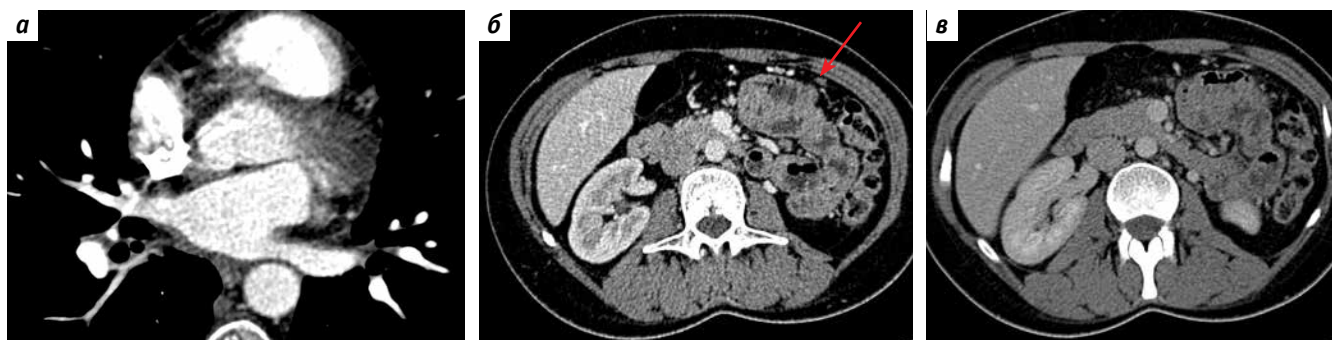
Компьютерная томография от 04.03.2022 (после 6 курсов, через 4,5 мес от начала терапии 1-й линии): а – аксиальный срез. Артериальная фаза. В полости левого предсердия опухолевые массы перестали определяться; б – аксиальный срез. Венозная фаза. На брюшине опухолевые узлы сохраняются; при этом их количество и размеры уменьшились: размеры наиболее крупного – с $1,7 \times 1,0$ см до $0,7 \times 0,5$ см (указан стрелкой); в – аксиальный срез. Венозная фаза. В области малого сальника лимфатические узлы перестали определяться
